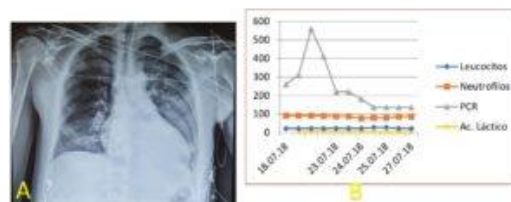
Radiografía de tórax, donde no se aprecian condensaciones. Figura 3B. Evolución de los niveles de leucocitos, neutrófilos, PCR, ácido láctico en paciente con epiglotitis aguda complicada con mediastinitis y empiemas secundarios
